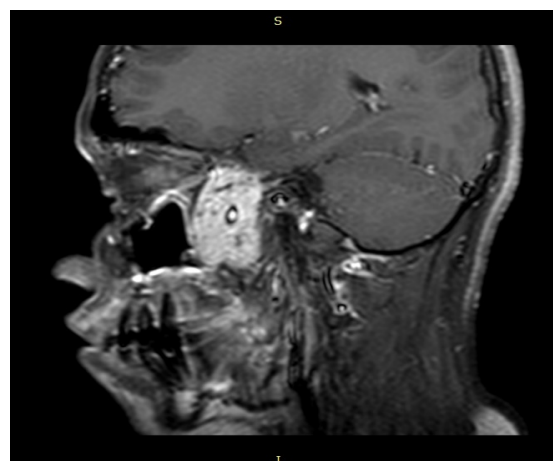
B. Imagen de la lesión por resonancia magnética contrastada en corte sagital. Masa residual que abarca fosa pterigomaxilar, fosa infratemporal y se proyecta hacia seno esfenoidal
